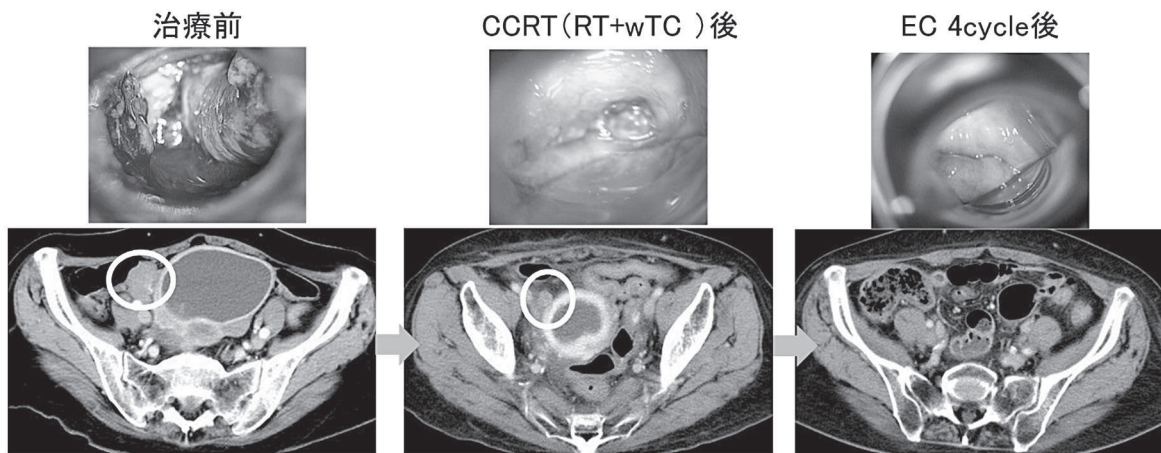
(症例2) 治療経過(視診・骨盤造影CT検査)
